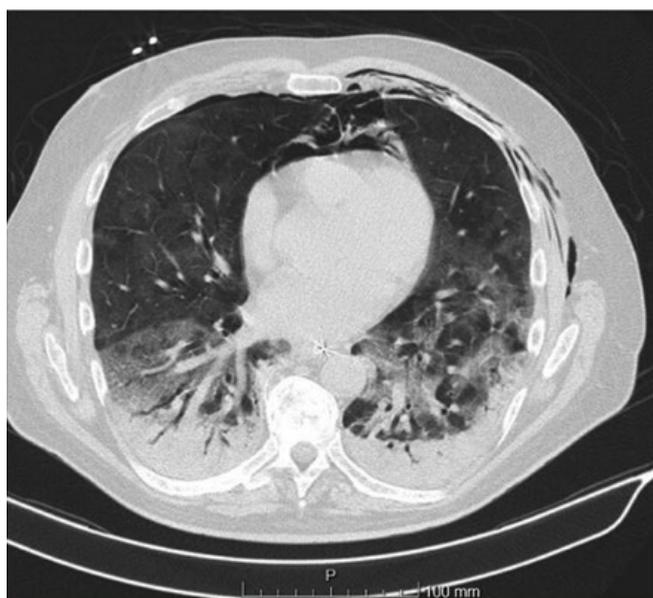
Angio-TC, caso 1: Opacidades em vidro despolido, com pneumomediastino e enfisema subcutâneo à esquerda.
